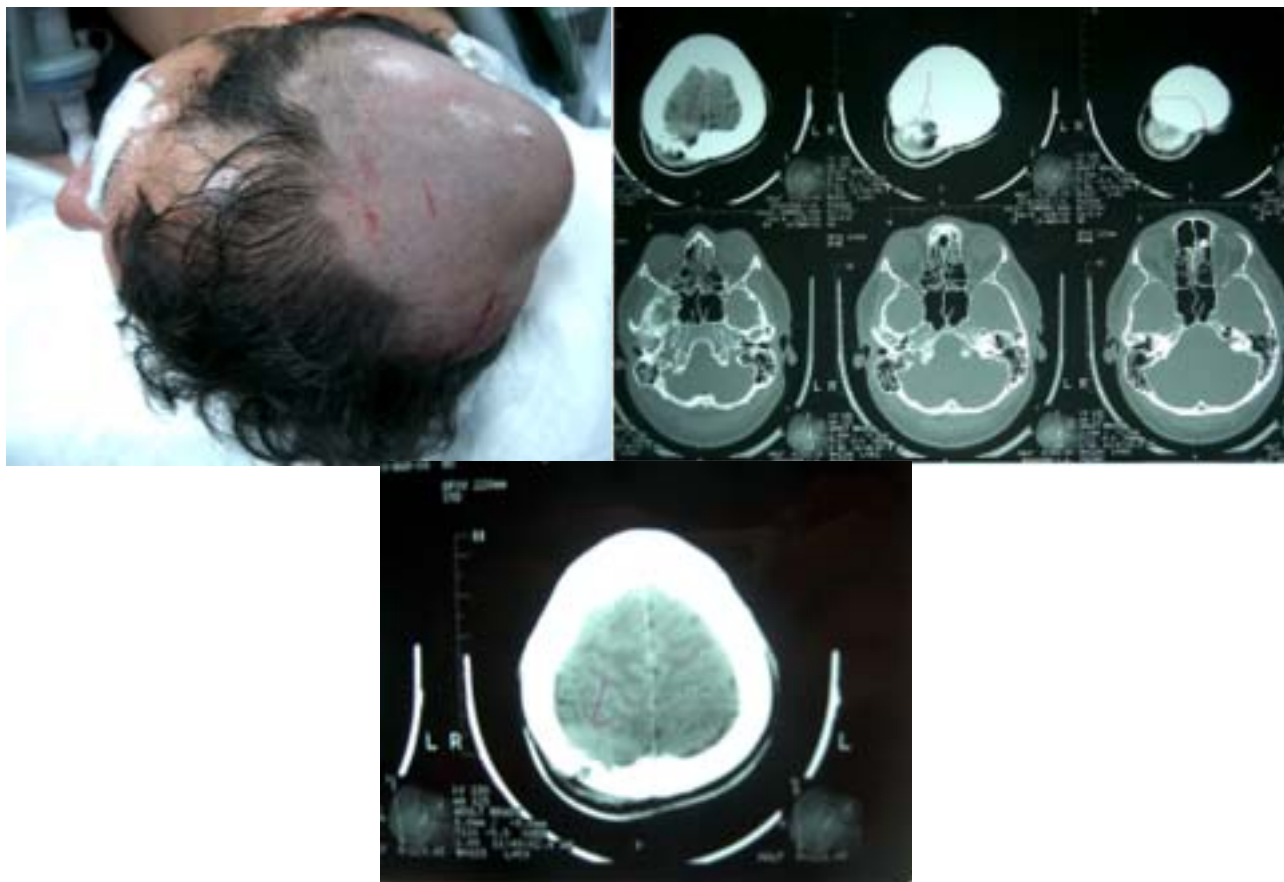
Caso II: Tumoración sólida parietal derecha con una tomografía que muestra la horadación ósea y su penetración limitada al espacio epidural (flecha).
